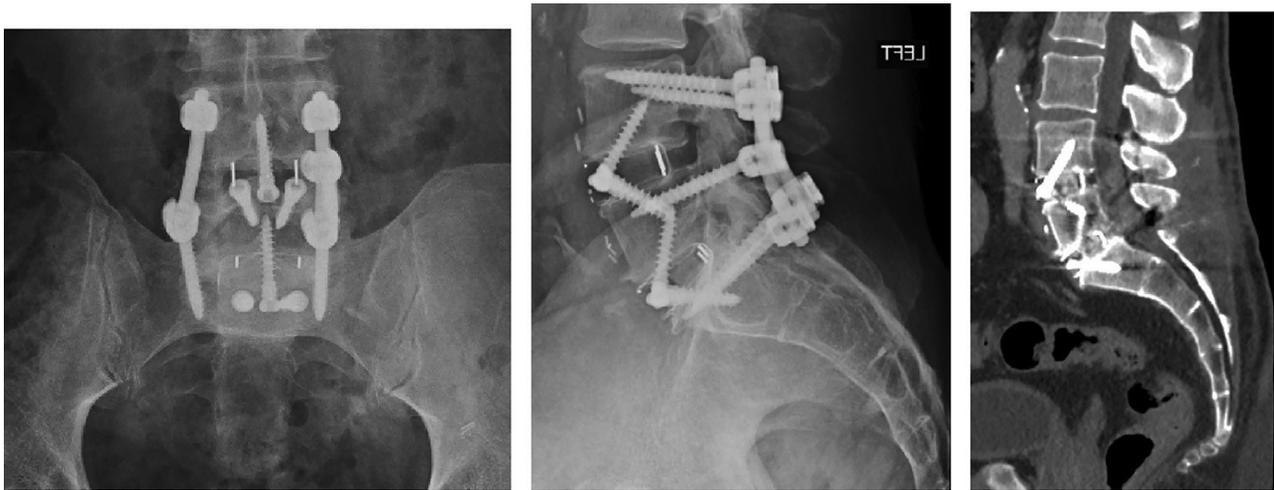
Caso exemplo de ALIF a 2 níveis – L4-L5 e L5-S1–com caixas com 3 parafusos integrados e fixação transpedicular posterior percutânea. Radiografia em incidência anteroposterior, perfil e tomografia computadorizada mostra união (pontes ósseas intersomáticas L4-L5 e L5-S1) (paciente fez tomografia computadorizada do abdômen por outro motivo clínico).
